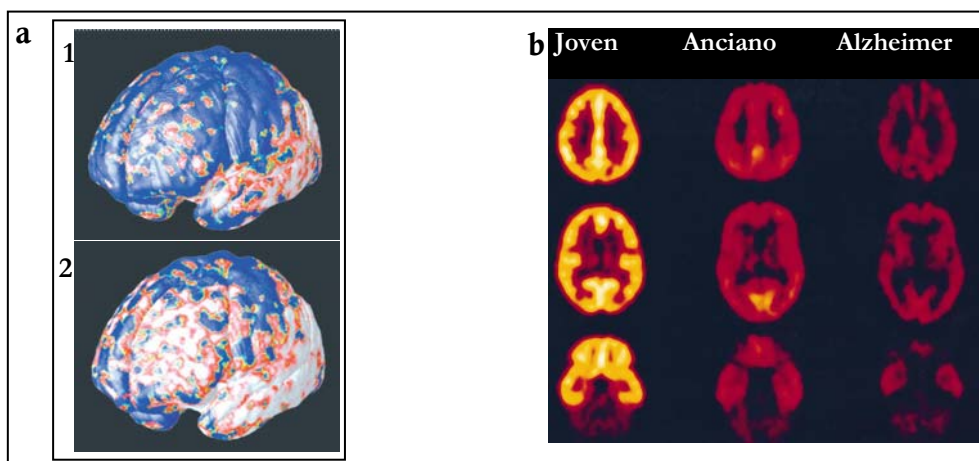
Neurodegeneración selectiva de neuronas observada con tomografía computerizada de emisión monofotónica (SPECT).
